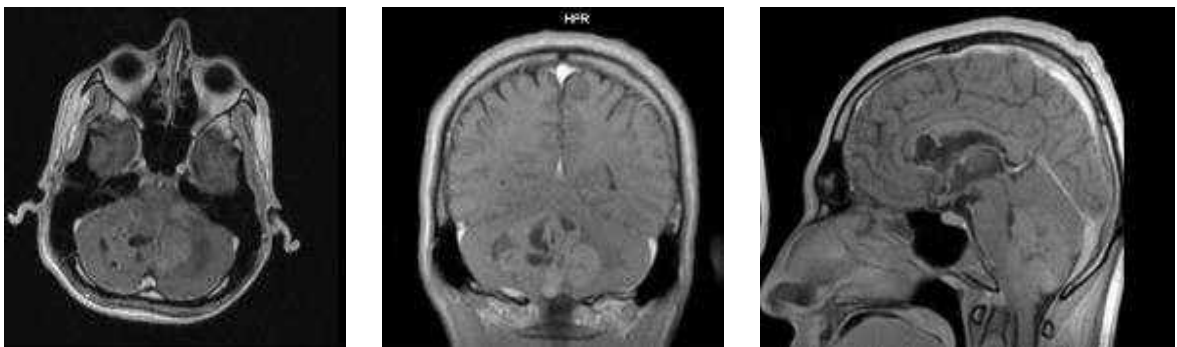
Клінічне спостереження №30. МРТ ГМ при десмопластичній МБ. Гетерогенне накопичення контрастної речовини. Стан після ЛШО.
